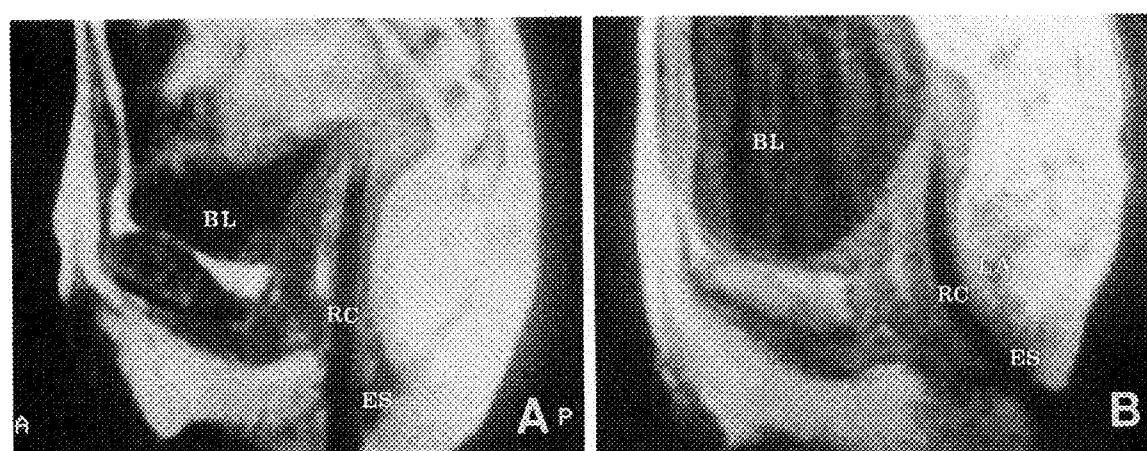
Midsagittal view of MRI in case 6. (A) The preoperative film shows anteriorly mislocated rectum(RC; rectal catheter). (B) The postoperative film shows the rectum surrounded by the external sphincter muscle(ES). The levator ani muscle(LA) is seen between the rectum and the coccyx. BL; bladder.
